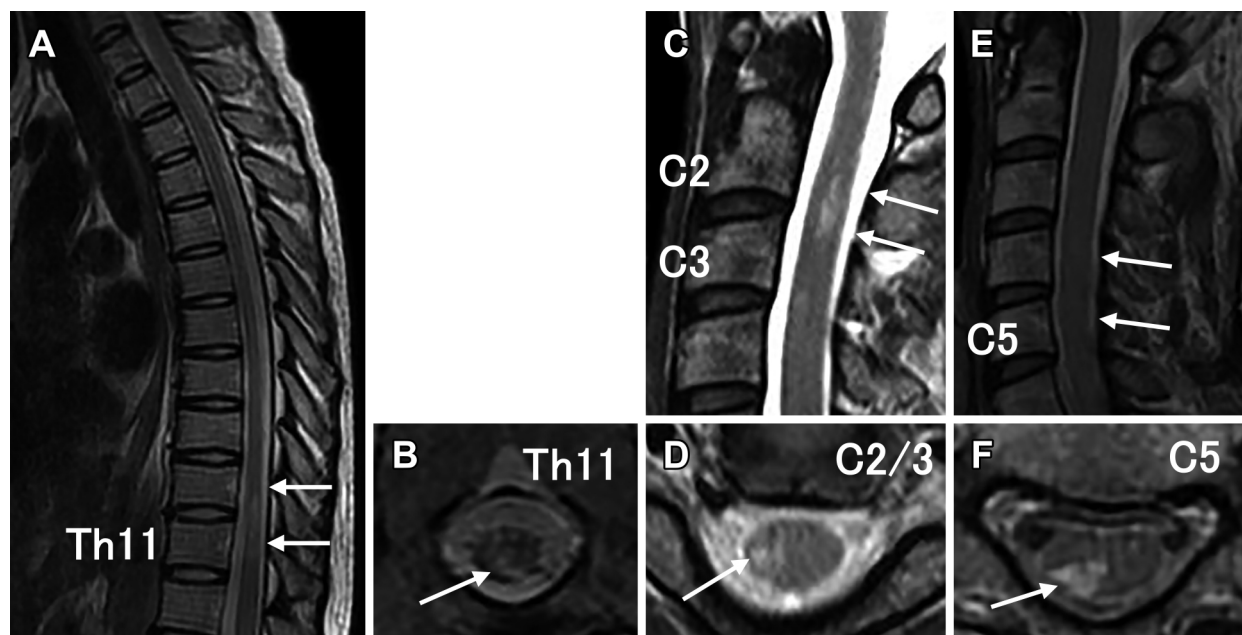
Spine MRI findings 2, 6 and 9 months after the initial event.
